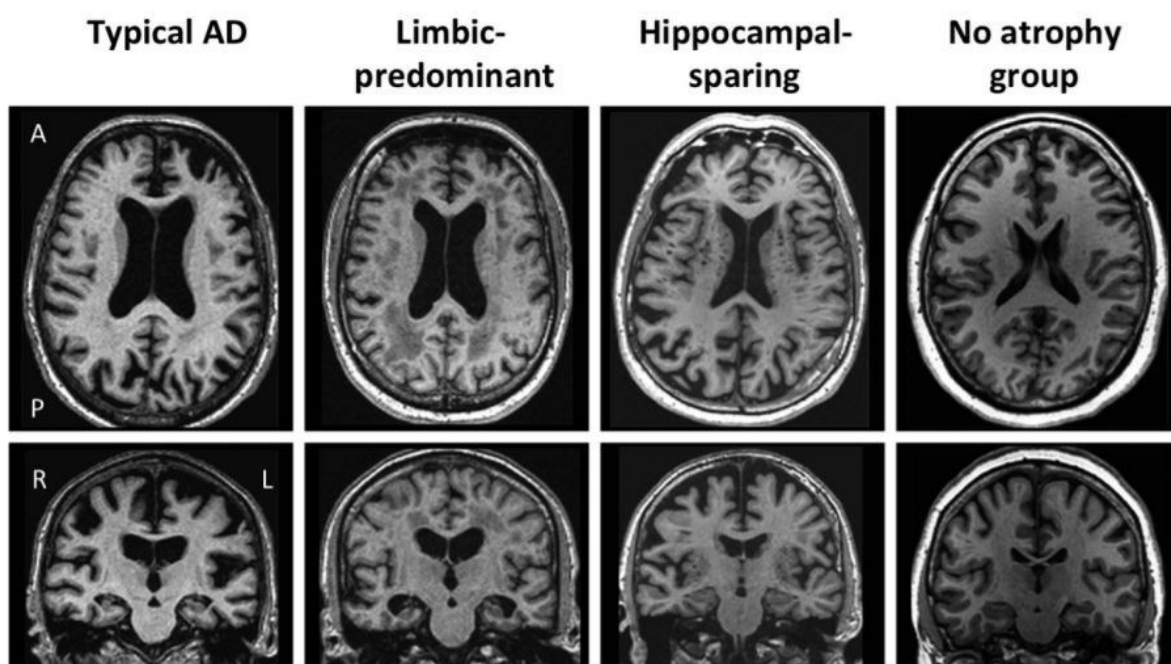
Immagini MRI che rappresentano i vari pattern di atrofia corticale presenti nei sottotipi biologici descritta da Ferreira e collaboratori. Immagine tratta da Ferreira et al., 2017.
